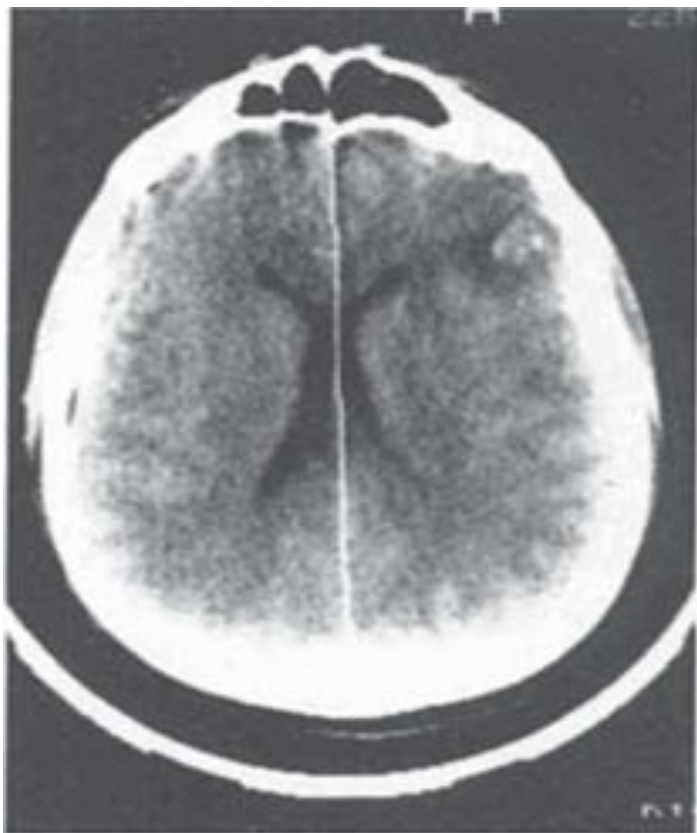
Ушиб головного мозга средней степени тяжести. КТ. Аксиальный срез. Высокоплотные включения, окруженные зоной пониженной плотности в левой лобной доле.
